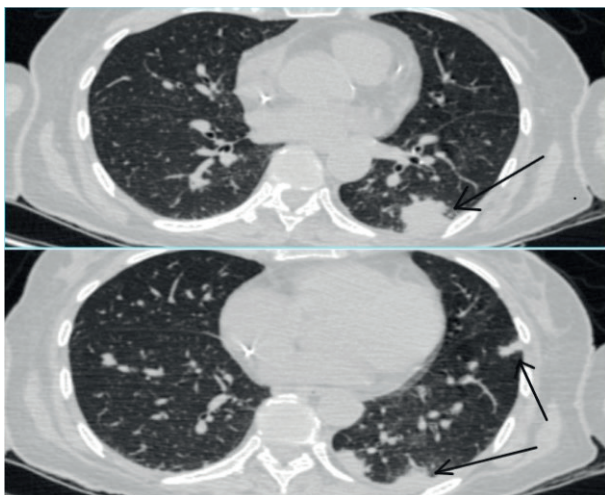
КТ ОГК от 10.07.20 г. пациентки Щ.С.В. 58 л. (стрелками указаны образования широким основанием прилежащие к плевре в верхней и нижней долях)
